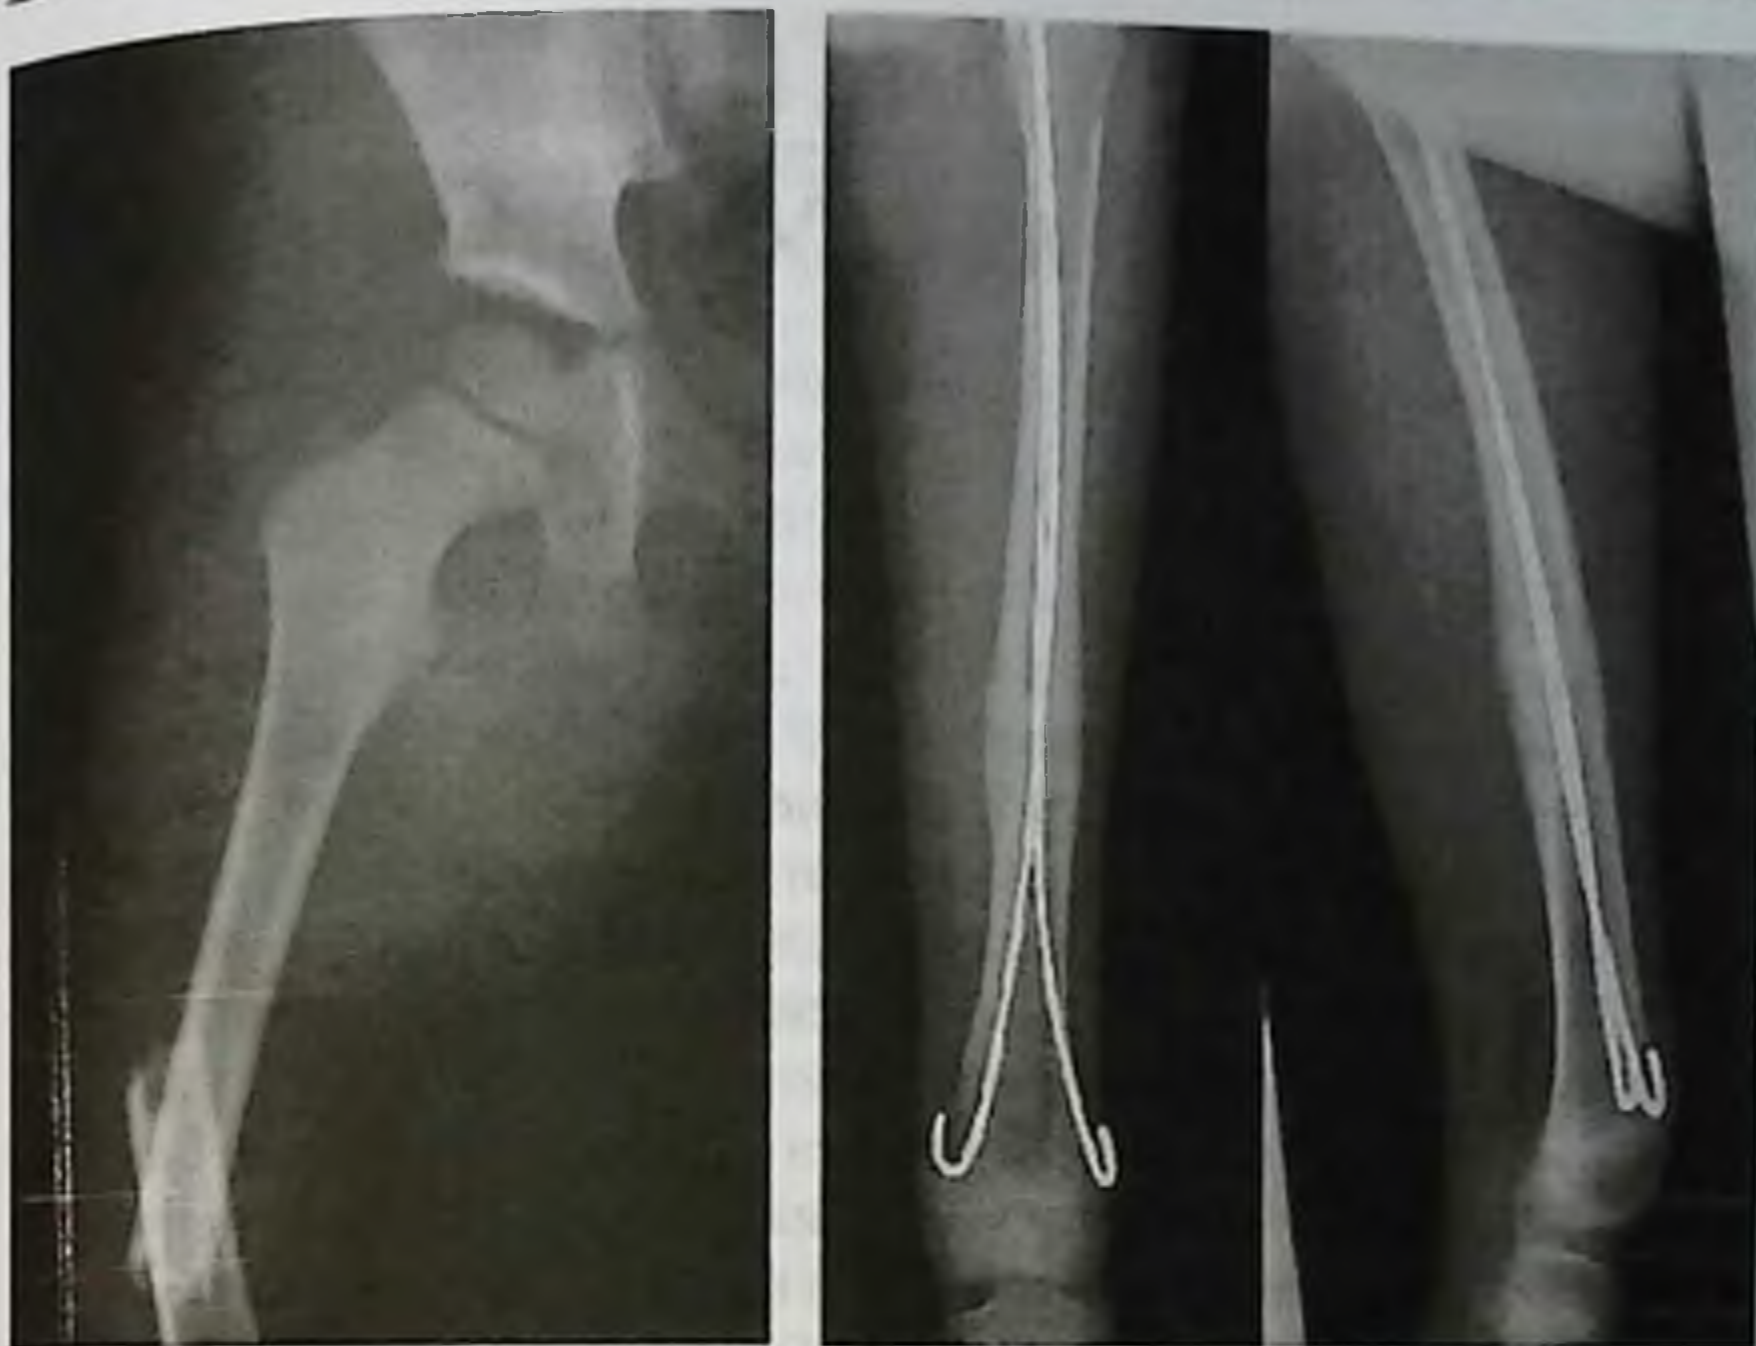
Рентгенограммы пациента с диафизарным переломом бедренной кости до лечения и консолидированным переломом после остеосинтеза эластичными интрамедуллярными тенами
